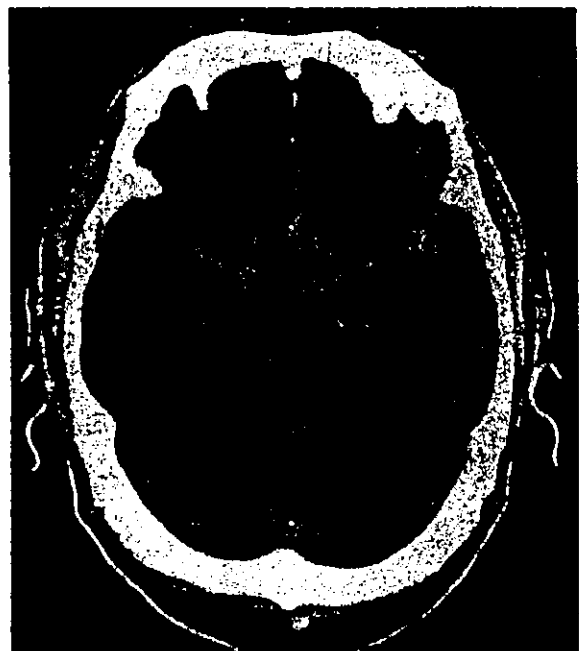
32 前交通動脈瘤破裂によるクモ膜下出血のCT像
